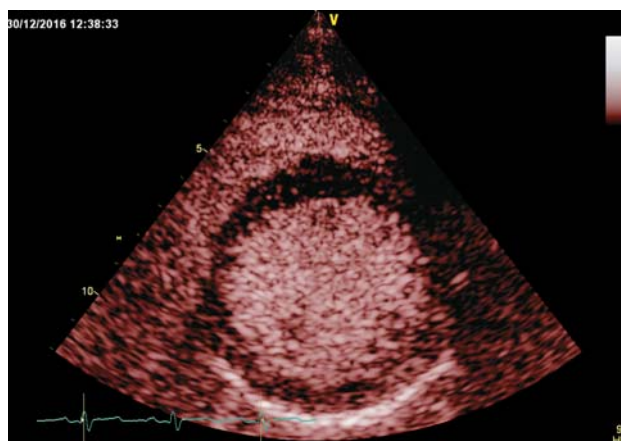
Эхокардиография с контрастным усилением по короткой оси левого желудочка. Граница эндокарда левого желудочка четкая, отсутствуют характерные щелевидные пространства.
